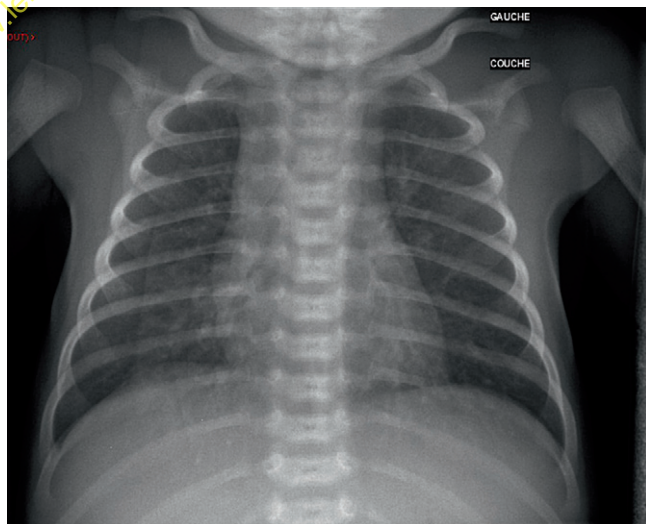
Radiographie de thorax au lit d'un nouveau-né. Présence d'un pli cutané se projetant sur le tiers externe du poumon droit, simulant un pneumothorax. Noter la présence d'une vascularisation pulmonaire entre cette ligne et la paroi thoracique.
